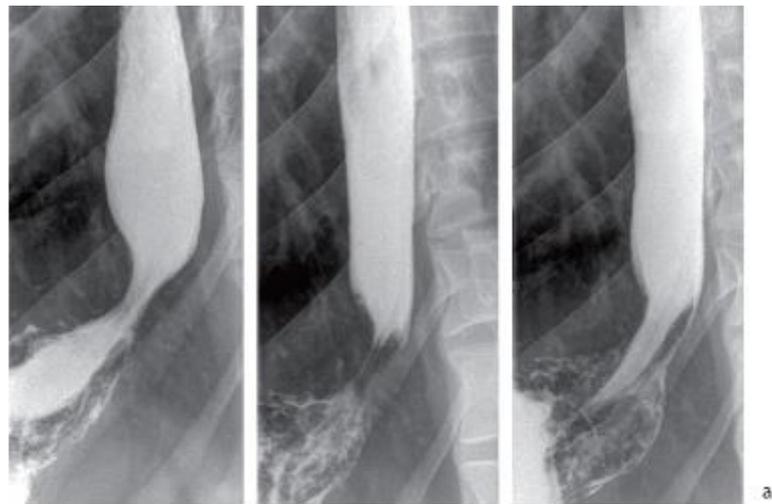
Пищевод. Рентгенограмма после контрастирования бариевой взвесью (а). Синтопия пищевода: вид спереди (б) и справа (в)
